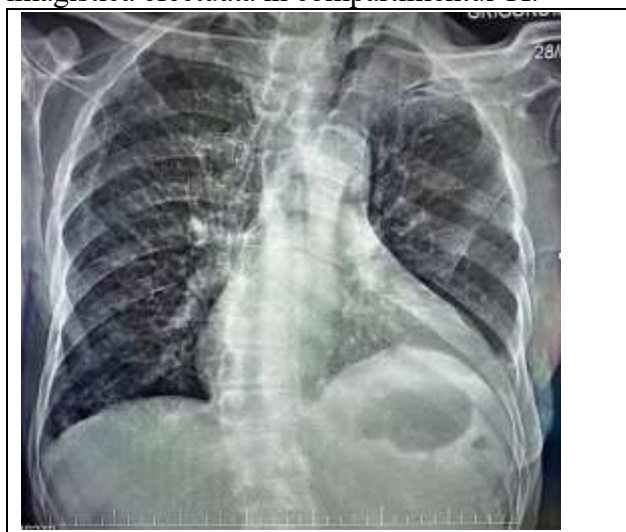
Radiografie cardio-pulmonară incidentă antero-posterioară
